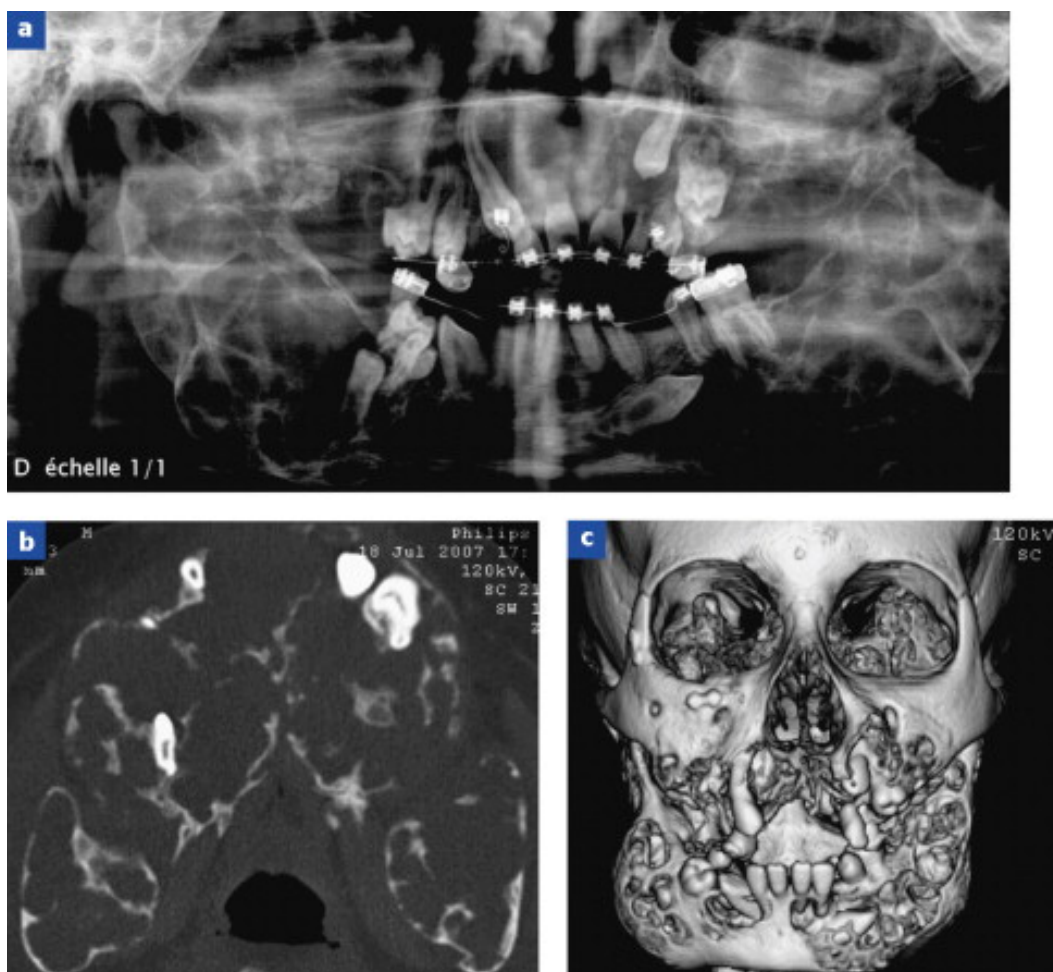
Radiographie panoramique montrant l'aspect en bulle de savon des lésions ostéolytiques du chérubsime (a). Coupe scanner de la mandibule (b) et reconstitution 3D d'un patient atteint de chérubsime (c) (Allal et al. 2016).
